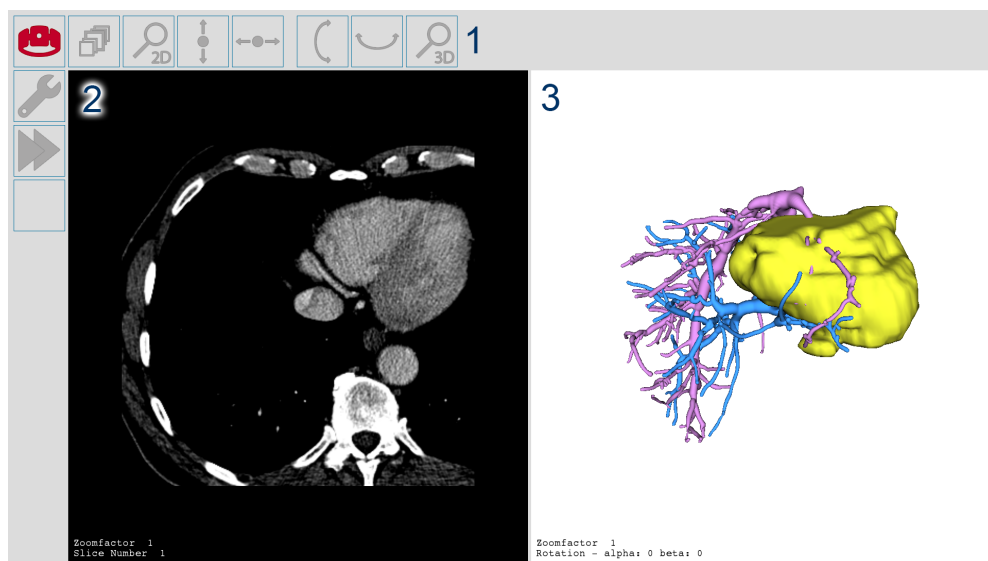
Benutzeroberfläche mit visuellem Feedbacksystem der aktuellen Funktionsauswahl, Parametrisierung und des Sperrstatus (1), 2D-Visualisierung für CT- oder MRT-Schnittbilder (2) und 3D-Visualisierung für Planungsmodelle (3).
